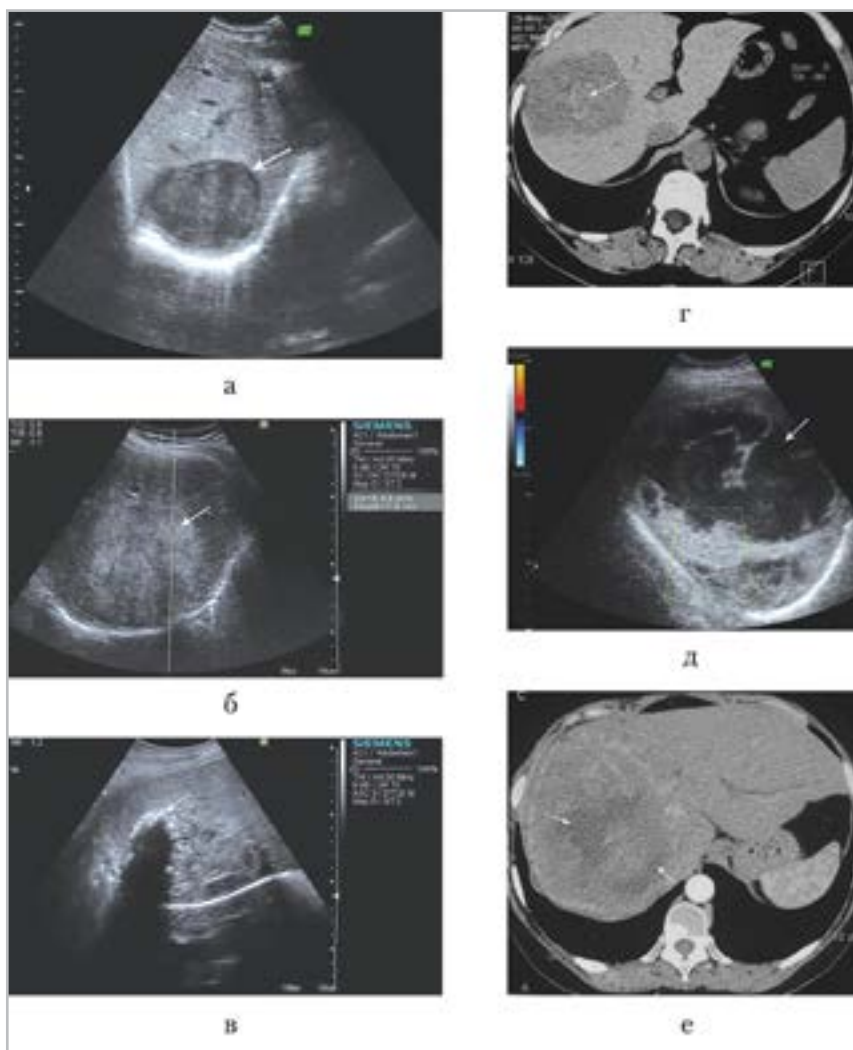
Эхограммы (а – в, д) и компьютерные томограммы в аксиальной проекции (г, е): а – в 8-м сегменте печени визуализируется гипоэхогенное образование (стрелка); б – в 7–8-м сегментах печени определяется образование повышенной эхогенности (стрелка); в – гетерогенное образование в печени с кальцинатами (стрелка) по периферии очага с акустической тенью; г – в 8-м сегменте печени визуализируется образование неоднородной структуры за счет кольцевидной формы уплотнения в центральных отделах (стрелка); д – гигантских размеров образование без васкуляризации в правой доле печени с кистозными полостями (стрелка) в структуре; е – в 7–8-м сегментах печени определяется образование неоднородной структуры за счет гиподенсных участков (стрелки)
